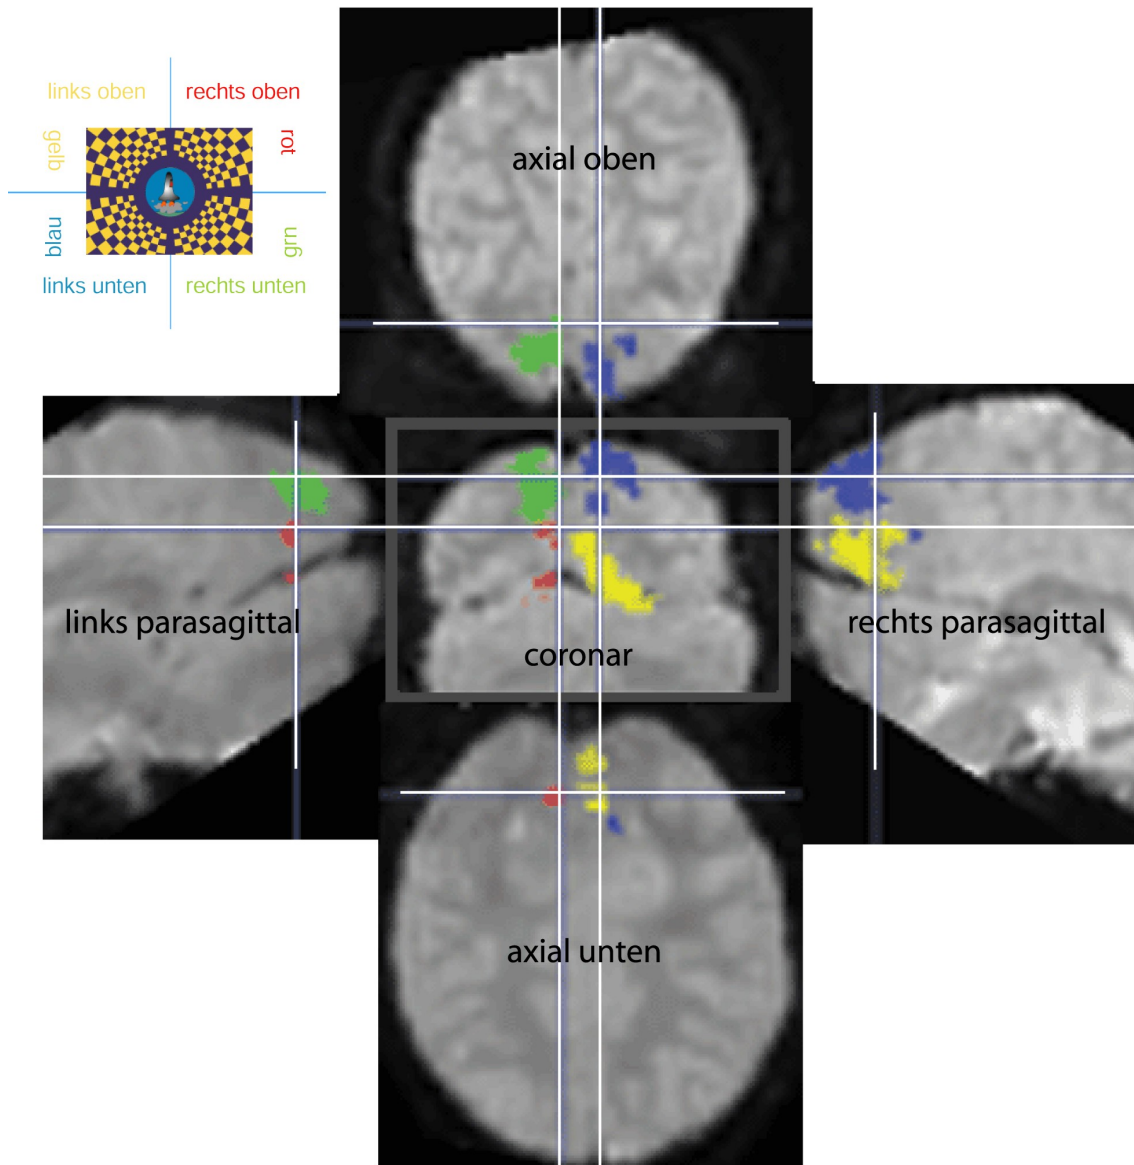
MRT - Bilder Patientin 5
